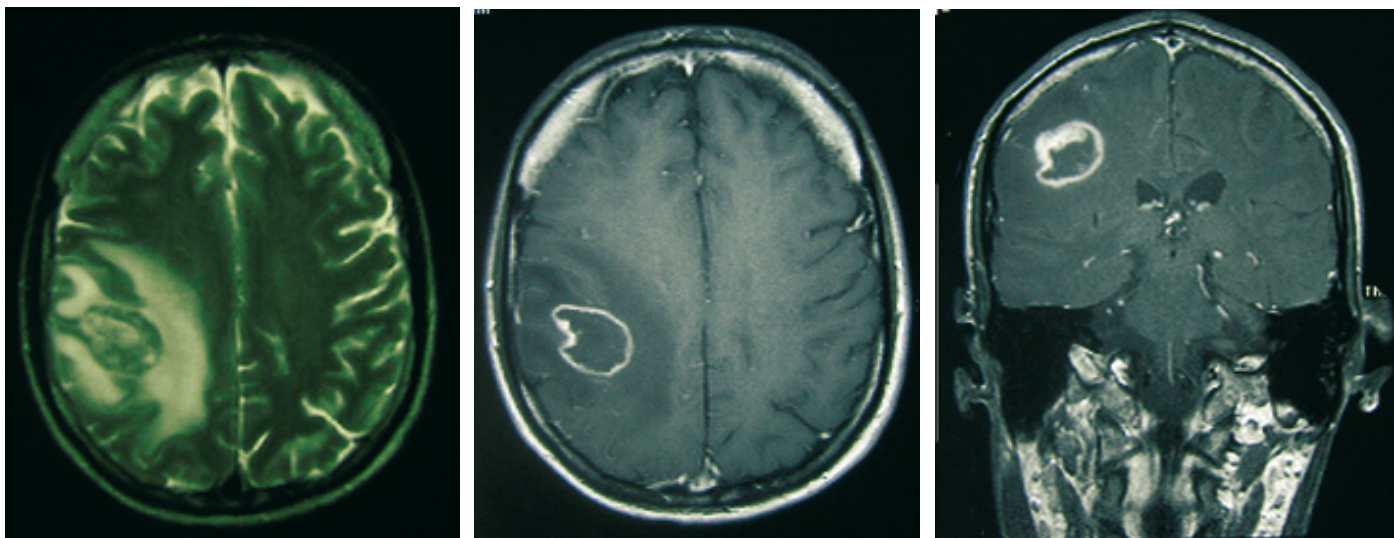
MRT Kopf (verschiedene Sequenzen/Schnittebenen) eines großen Toxoplasmose-Herdes mit typischem ringförmigen Kontrastmittelehancement und ausgeprägtem Ödem (die Diagnose wurde durch Ansprechen auf Therapie gesichert)
